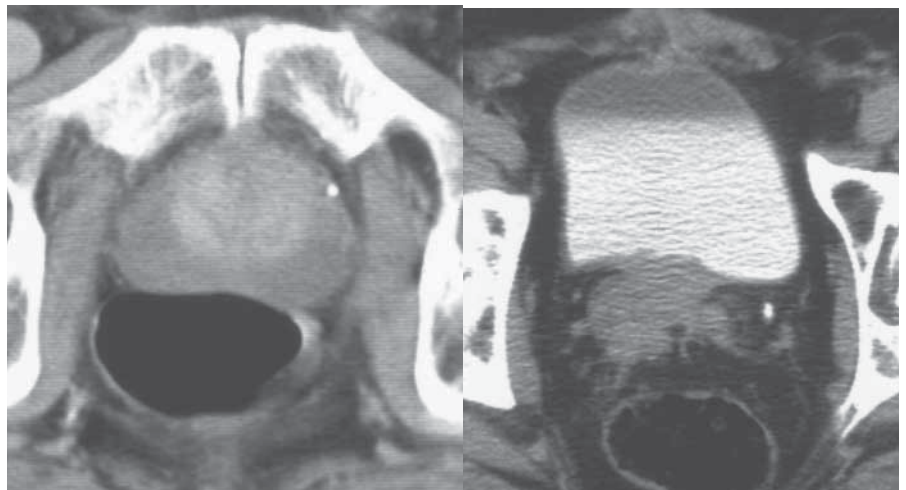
Computertomographie (CT Prostata) – fraglich suspektere Areale der Prostata mit möglichen Karzinominfiltrationen in der Harnblase
